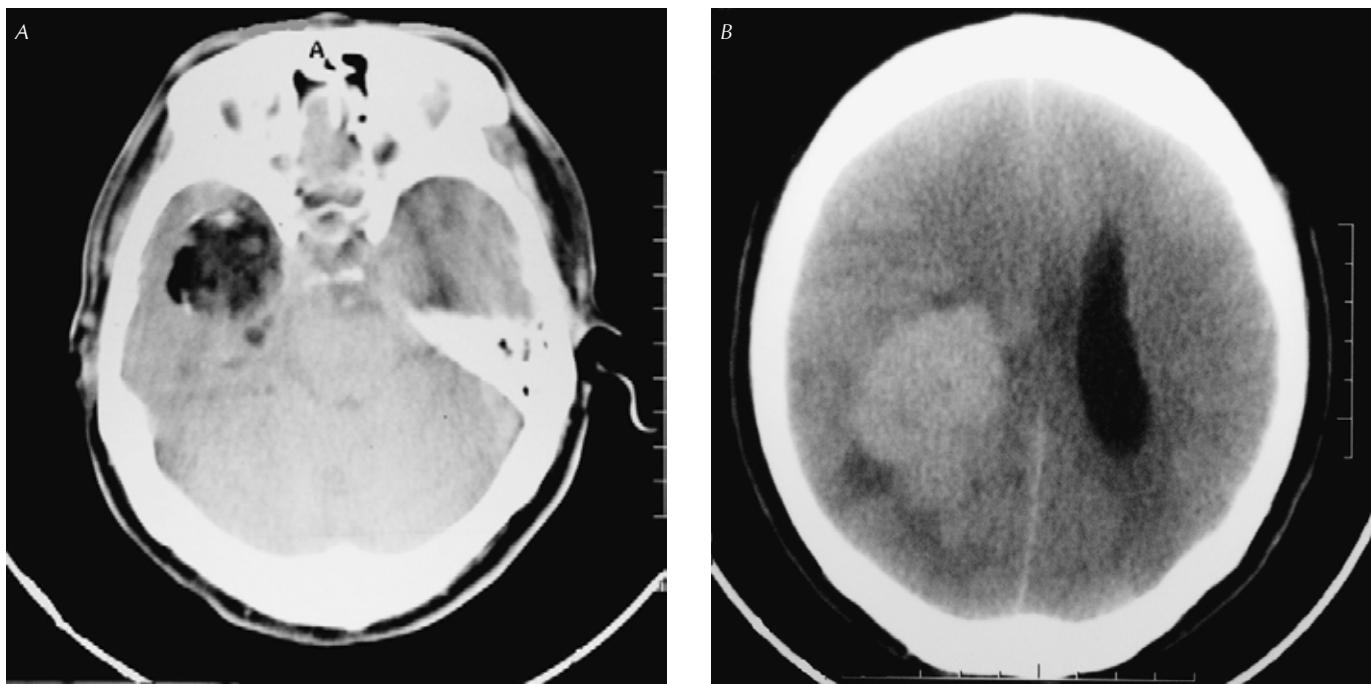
A. La imagen axial de TC muestra una lesión temporal medial derecha con una densidad heterogénea. B. La imagen hacia la convexidad demuestra una lesión intraventricular derecha bien definida.
